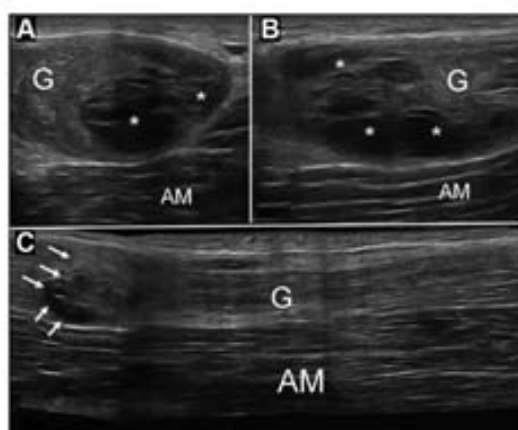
Ultrasound scan of case 5: A, cross section; B, longitudinal section. In the posterior part of the gracilis (G), there is an organized image with hyperechoic areas (asterisks). C, a panoramic image is displayed where the lesion is organized into a small stump (arrows). AM, adductor major.
